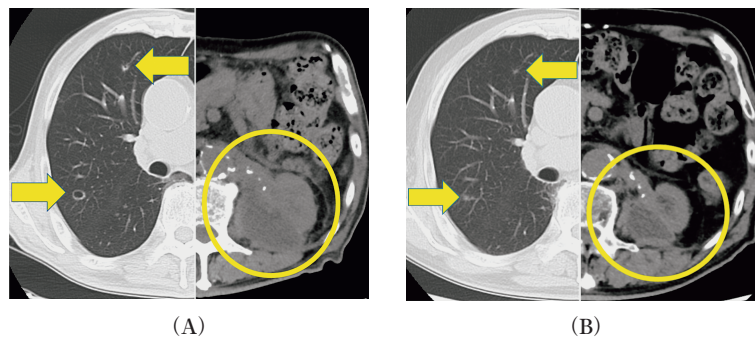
Computed tomography at 2 months (A) and at 9 months (B) after enfortumab vedotin administration shows a shrinking trend in both metastatic and primary lesions.
